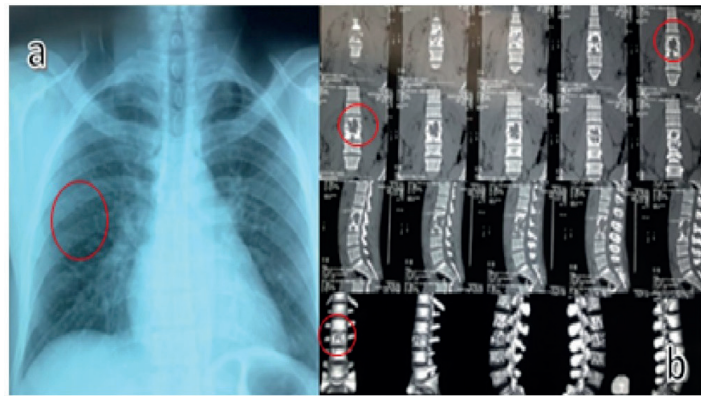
a. Rx de tórax: Patrón micronodular sugestivo de tuberculosis miliar. b. TAC DE COLUMNA LUMBAR: Alteración lítica de cuerpos vertebrales L2 y L3. Contornos escleróticos. Erosión de platillos vertebrales inferior de L2 y superior e inferior de L3. Muro posterior de L2 con pedículos indemnes. Incremento de volumen asimétrico de psoas izquierdo, con área de hipodensidad Densidad cálcica puntiforme en su espesor.
